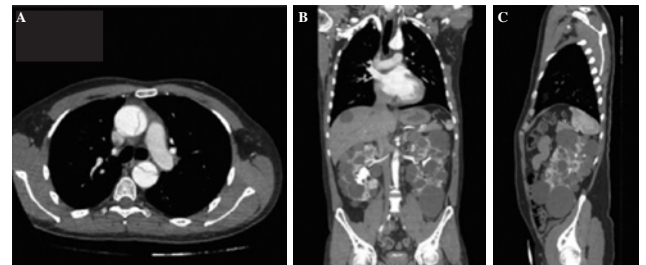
(A) A CT scan shows a Stanford type A aortic dissection in axial plane. Figure 1B and 1C: A CT scan shows multiple variable-sized cysts in the liver and both kidneys in coronal (B) and sagittal (C) plane. CT: Computed tomography.
